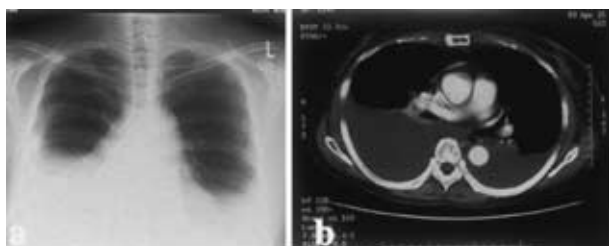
Bilateral pleural effusions on chest radiography (a) and CT scan (b)
